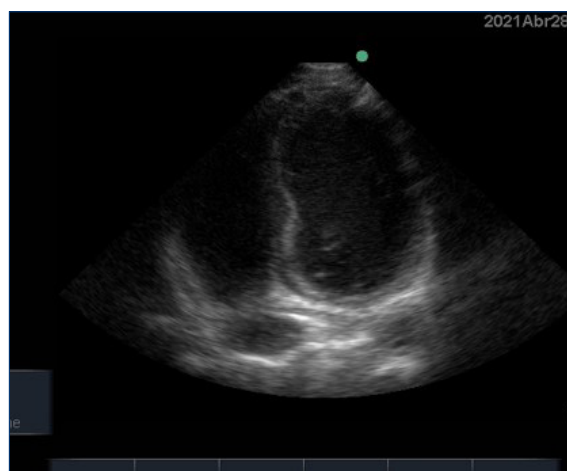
Ecocardiograma Doppler transtorácico.
